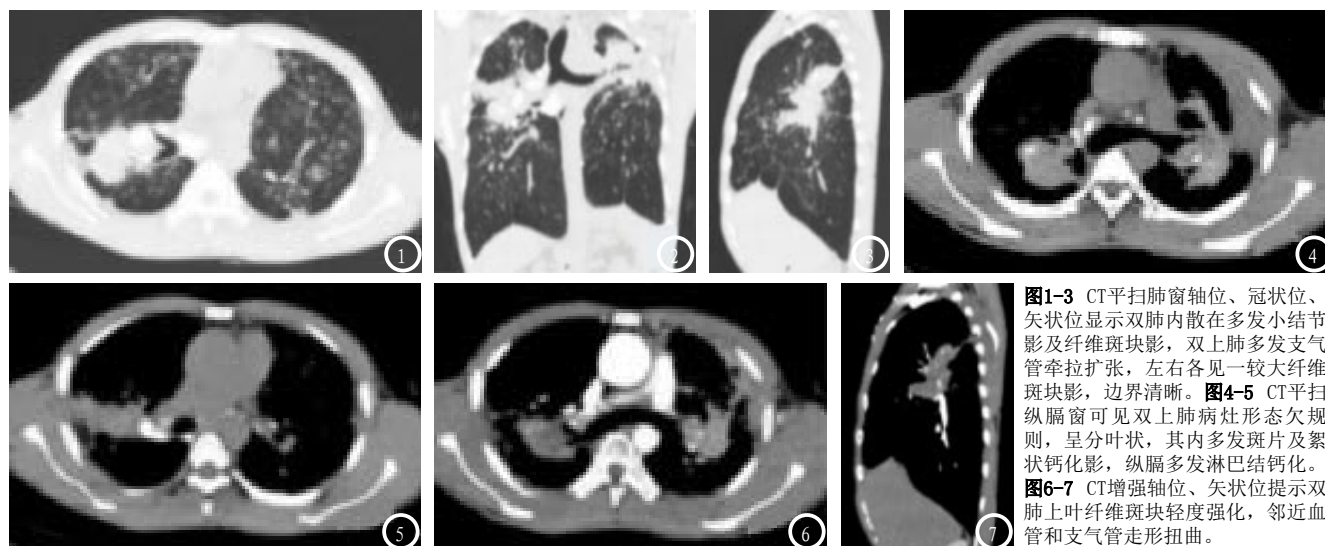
CT平扫肺窗轴位、冠状位、矢状位显示双肺内散在多发小结节影及纤维斑块影，双上肺多发支气管牵拉扩张，左右各见一较大纤维斑块影，边界清晰。图4-5 CT平扫纵膈窗可见双上肺病灶形态欠规则，呈分叶状，其内多发斑片及絮状钙化影，纵膈多发淋巴结钙化。图6-7 CT增强轴位、矢状位提示双肺上叶纤维斑块轻度强化，邻近血管和支气管走行扭曲。
